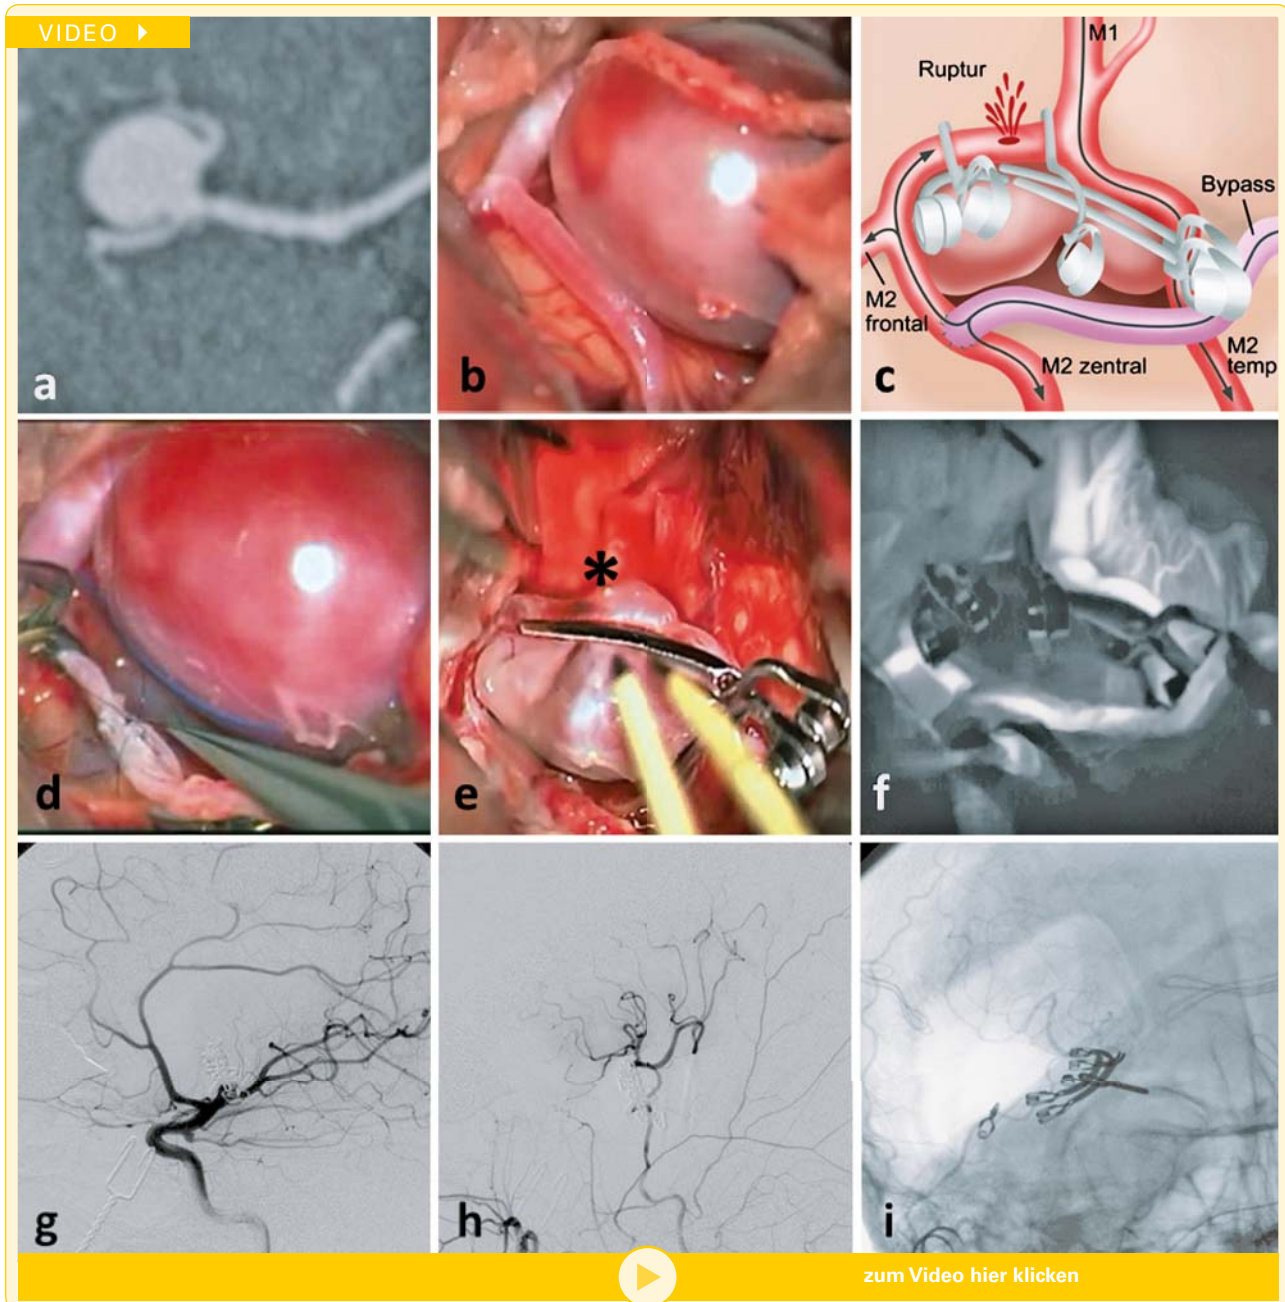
Therapeutischer chirurgischer Gefäßverschluss unter selektiver Revaskularisation. (a) CT-Angiographie und (b) intraoperative Exploration zeigen ein breitbasiges, rupturiertes, rechtsseitiges Mediabifurkationsaneurysma. Das Aneurysma wurde an einer auswärtigen Klinik exploriert und als Blutungsquelle nicht das Aneurysma selbst, sondern eine Dissektion des proximalen frontozentralen M2-Segmentes identifiziert (c, e). Nach Anlage eines arteriellen Low-flow-Bypasses am frontozentralen M2-Ast in der sylvischen Furche (c, d) wird das Aneurysma geclippt, (e) die Rupturstelle am M2-Ast ist als bräunliche Verfärbung (*) zu erkennen. Das rupturierte Segment wird durch einen proximalen und distalen Clipverschluss („trapping“) verschlossen, die resultierende Perfusion des Mediastromgebietes kann intraoperativ (f) durch Fluoreszenzangiographie und (g-i) angiographisch kontrolliert werden und ist in (c) graphisch dargestellt. Die Füllung der temporalen M2-Gruppe erfolgt orthograd über den Mediahauptstamm, die frontozentrale M2-Gruppe wird über den Bypass versorgt (h).
